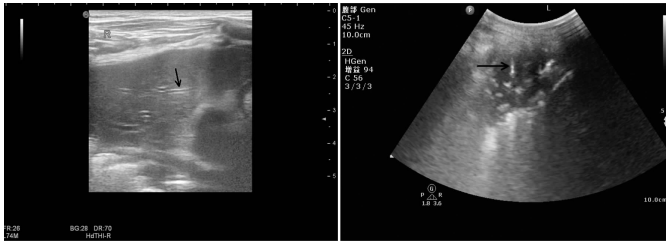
超声示右肺可见大片实变及支气管充血征(箭头示) 图 2 超声示右肺实变及支气管充血征(箭头示)
